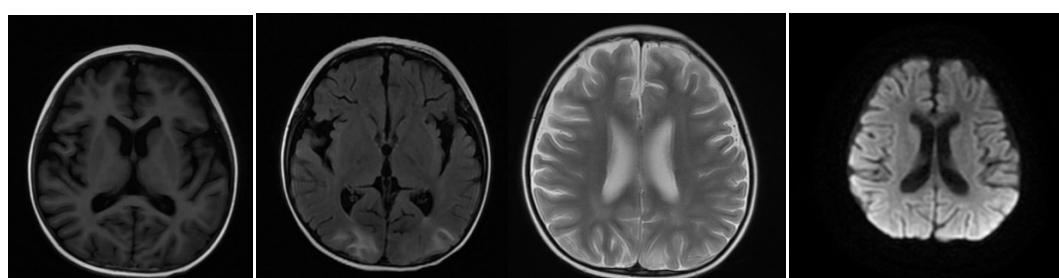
Case 2 head MRI
